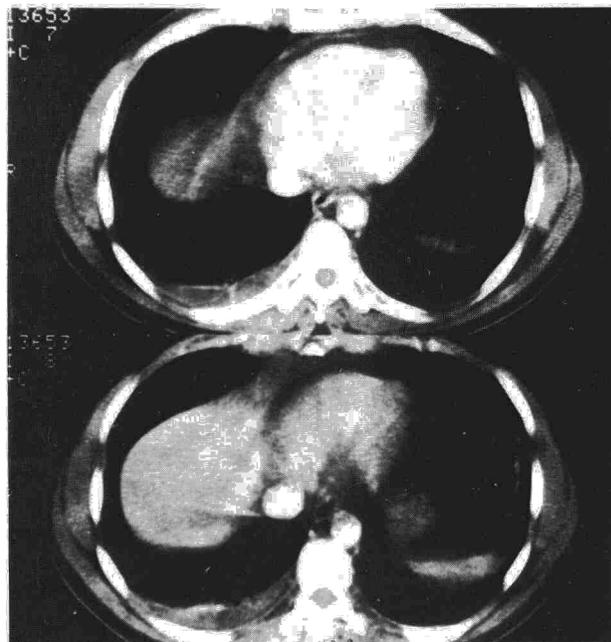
TAC torácica: moderado derrame pleural derecho y pequeña zona de hipercaptación pleural.
